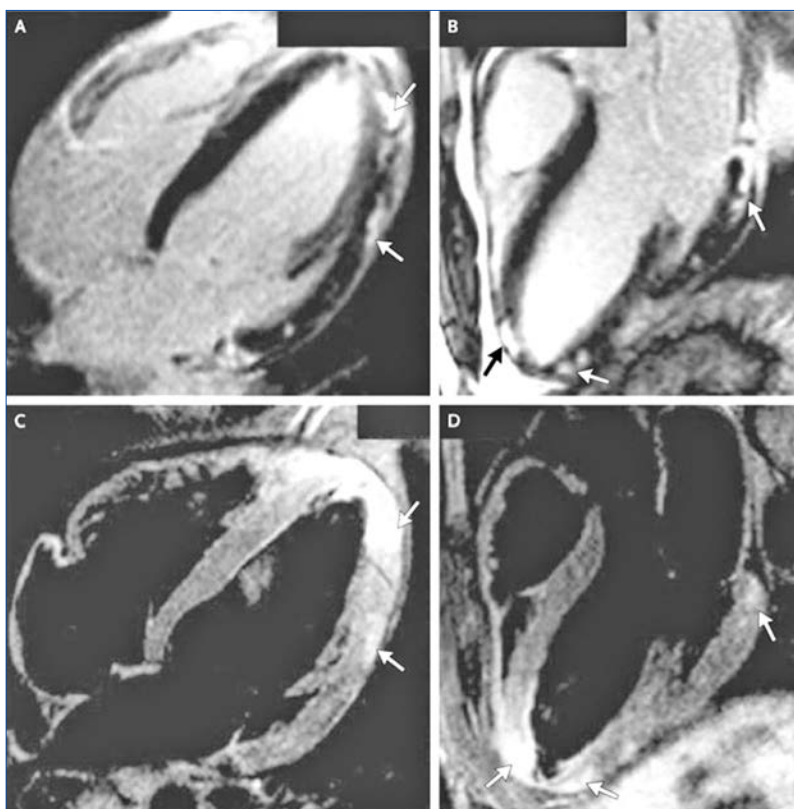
RMN cardiacă la un bărbat de 24 de ani cu miocardită acută. Scanările oferite de dr. Jeannette Schultz-Menger [55]. RMN cardiacă este din ce în ce mai utilizată pentru a evalua miocardita acută suspectată și pentru a localiza locurile pentru biopsia endomiocardică, cu detalii suplimentare afișate la LGE (panoul A, săgeți), în imagine patru camere (panoul B, săgeți) și în imagine trei camere ponderate T2 (panourile C și D, săgeți)
